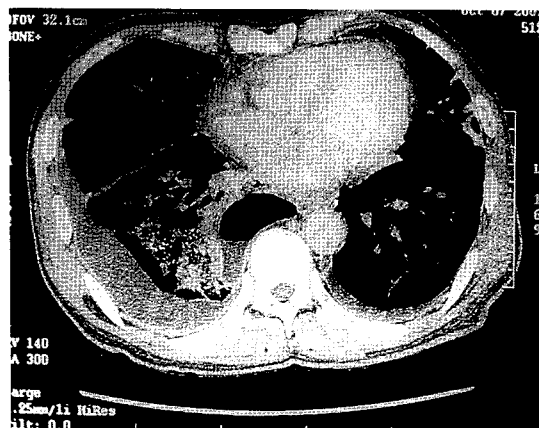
The Chest CT scan shows bilateral pleural effusion and cyst in the posterior mediastinum. The cyst locates in the right paravertebral area and contains air. Multiple peribronchovascular ground glass opacity are seen in both lung and patchy consolidation are also seen in the right lower lobe.
